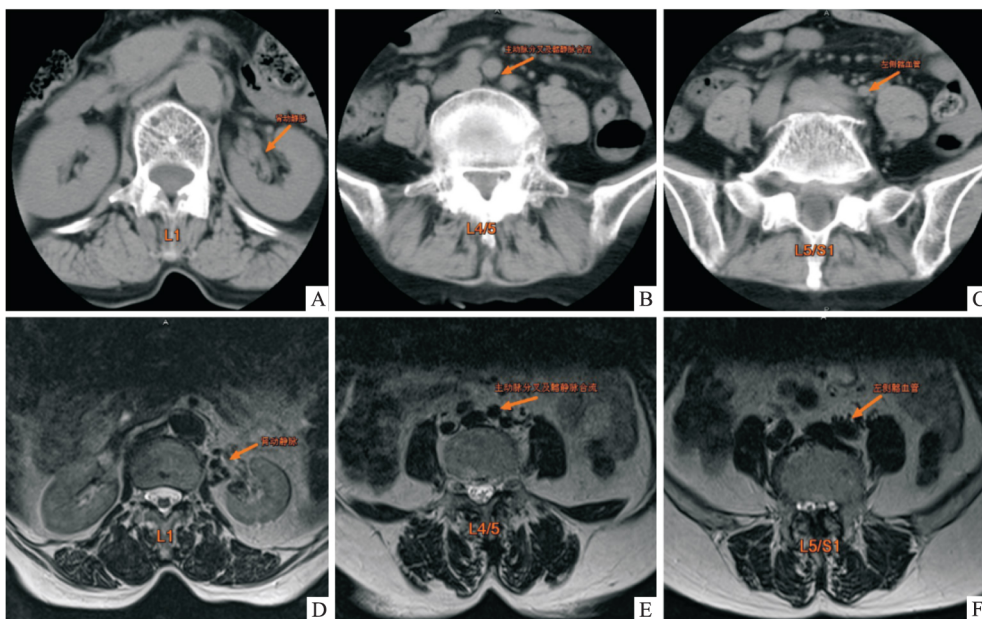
CT 与 MRI 图像上显示左侧肾动静脉走行、主动脉分叉及髂静脉合流的位置
